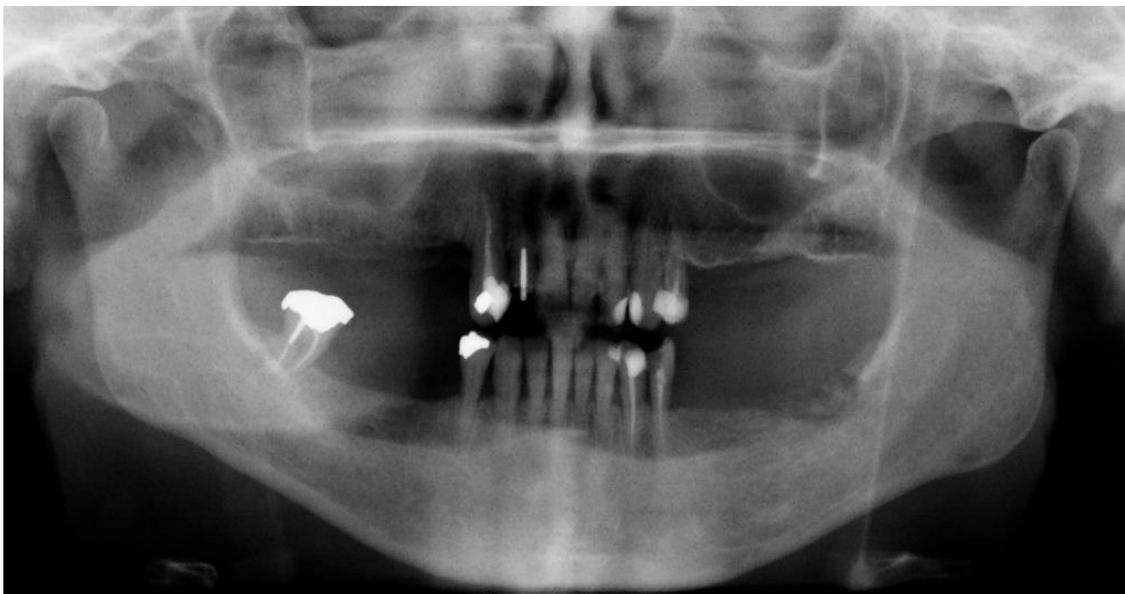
Orthopantomogramme de Mme V. mettant en évidence un séquestre osseux en place de la 37 (courtoisie CHU de Lille, Pr PENEL, Dr MAES, Dr VIELLARD).
